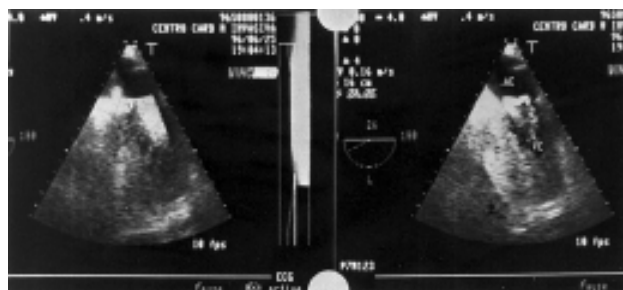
Ecocardiograma transesofágico, evidenciando pequeno derrame pericárdico e objeto metálico no ventrículo direito e septo interventricular.
